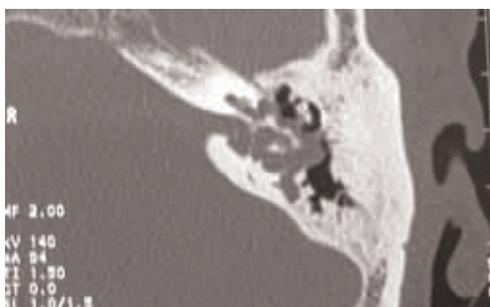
TDM en coupe axiale : cholestéatome primitif de l'oreille moyenne envahissant l'oreille interne
